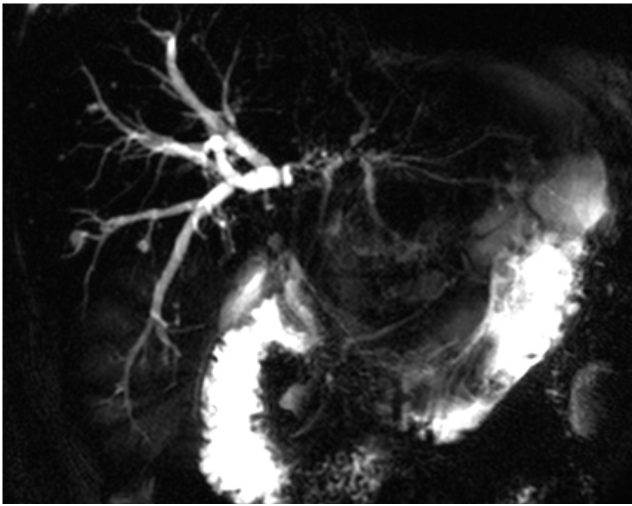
Magnetic resonance image of right intrahepatic bile duct, showing stricture at hilar portion with proximal dilatation
